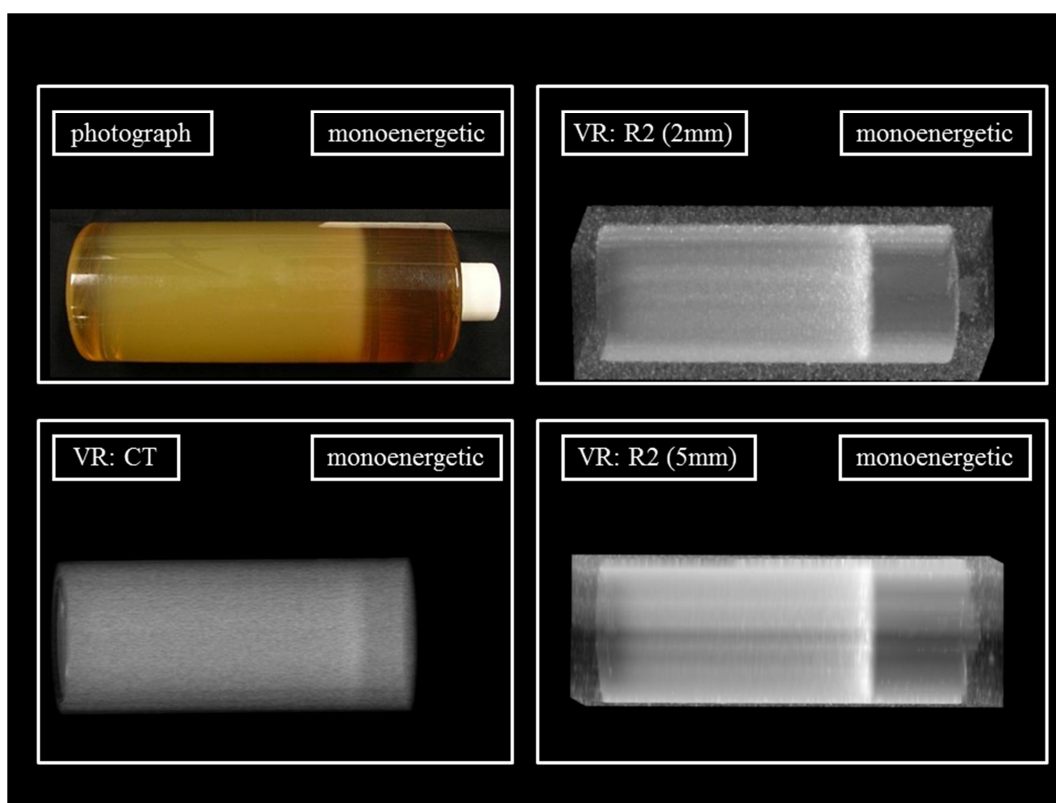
陽子線単色ビーム照射後のゲル線量計の視覚的变化および線量評価法として CT および MRI を使用した場合の 3 次元再構成画像
